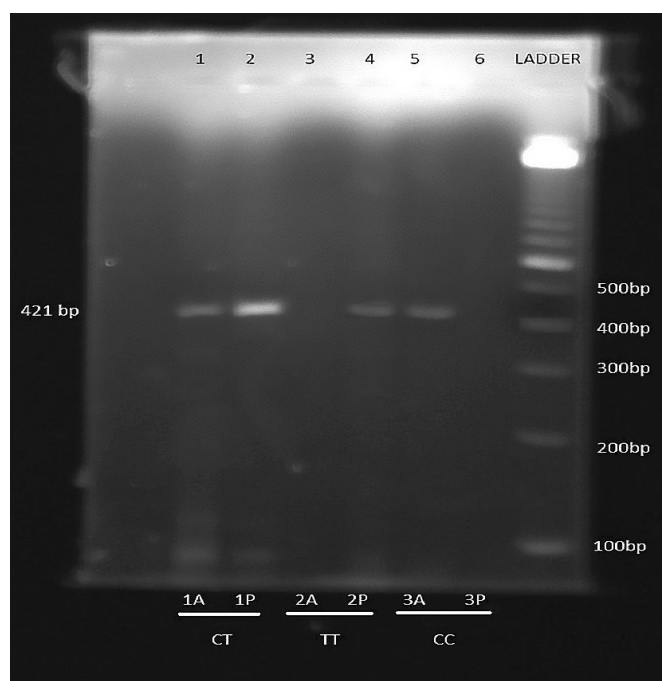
Agarose gel picture of BTNL 2 gene SNP rs10947262. A- ancestral; P-polymorphic. Lane 1,2-Heterozygous (CT), Lane 3,4-Homozygous polymorphic (TT), Lane 5,6-Homozygous ancestral. bp=base pairs
